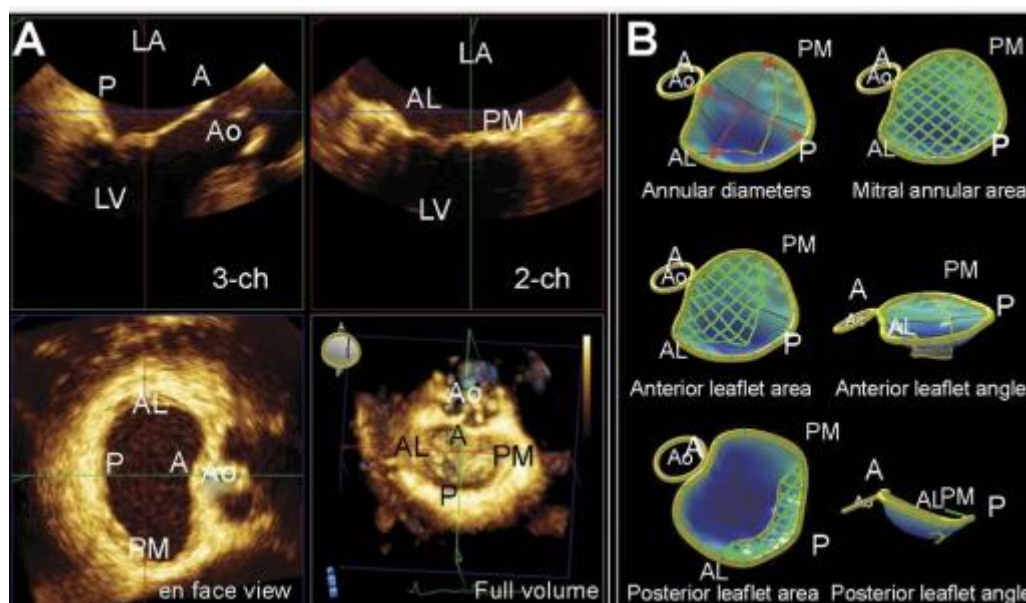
Ecocardiografia tridimensională standartul de aur în evoluția valvulopatiilor degenerative [151]
